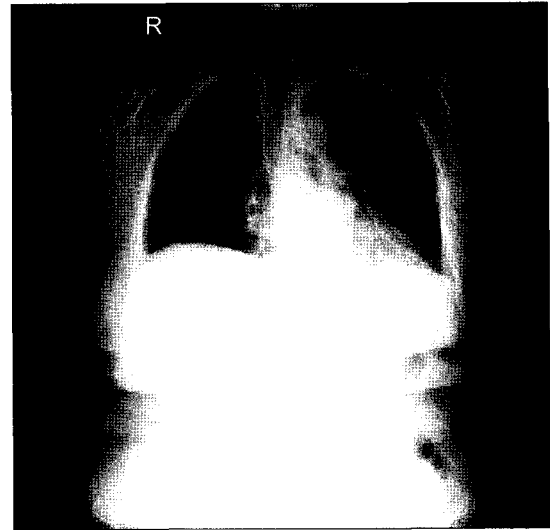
Postoperative chest x-ray shows the absence of right thoracic fat density.
